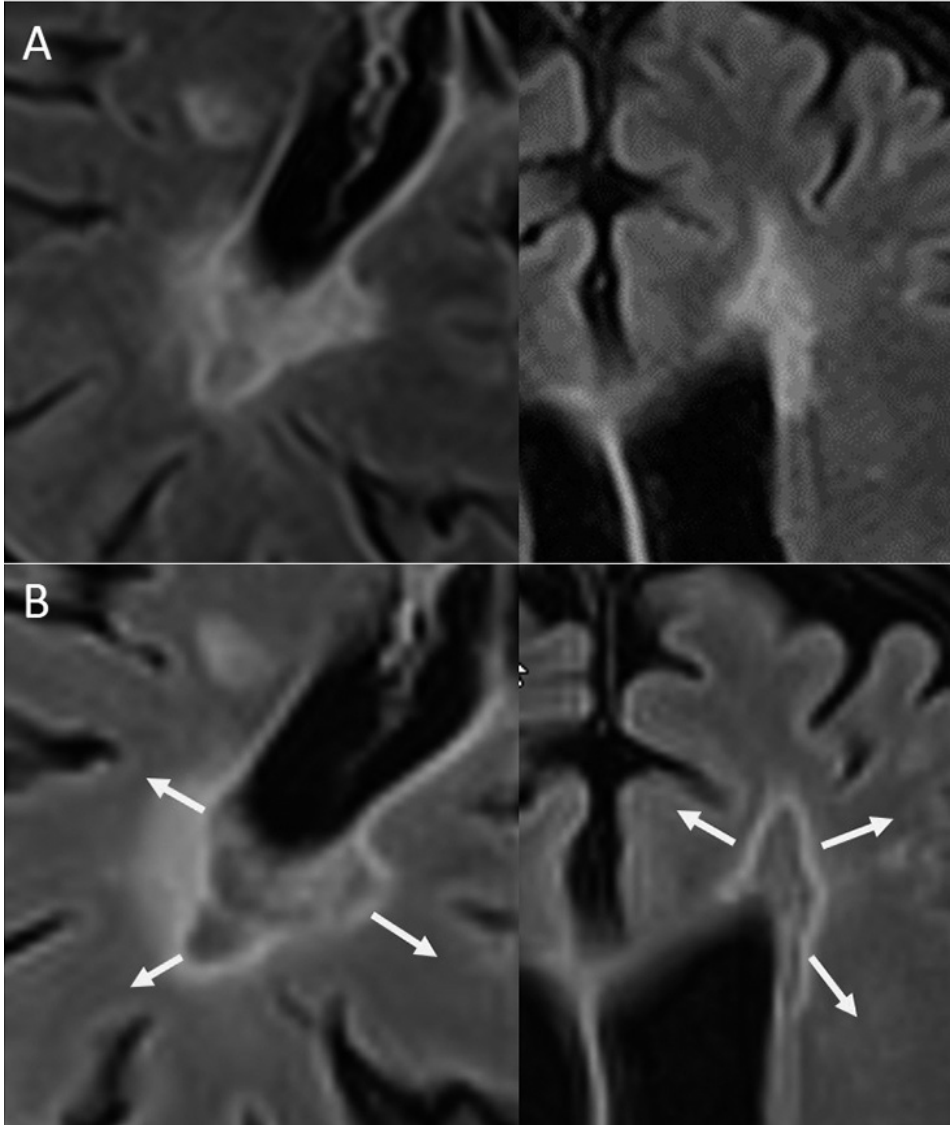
Lesiones de expansión lenta (SEL). Estudio seriado de RM obtenidos de forma basal (A), y 4 años más tarde (imágenes T2-FLAIR) (B) en un paciente afecto de EMSP. Obsérvese cómo las lesiones periventriculares aumentan de tamaño (flechas) y en su hiposeñal a medida que progresa la enfermedad, hallazgo que probablemente refleja una inflamación crónica persistente y una progresiva destrucción tisular.
